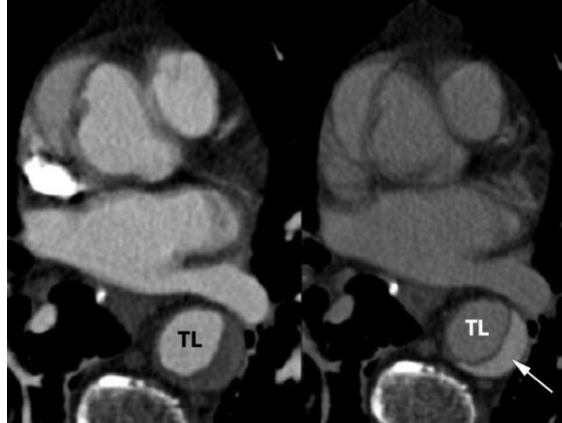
AAS患者CT主动脉成像的轴向图像（左侧）及延迟相的CT图像（右侧）。额外的延迟图像采集排除了假腔中的血栓，显示了延迟增强及假腔中造影增强的血液滞留。
